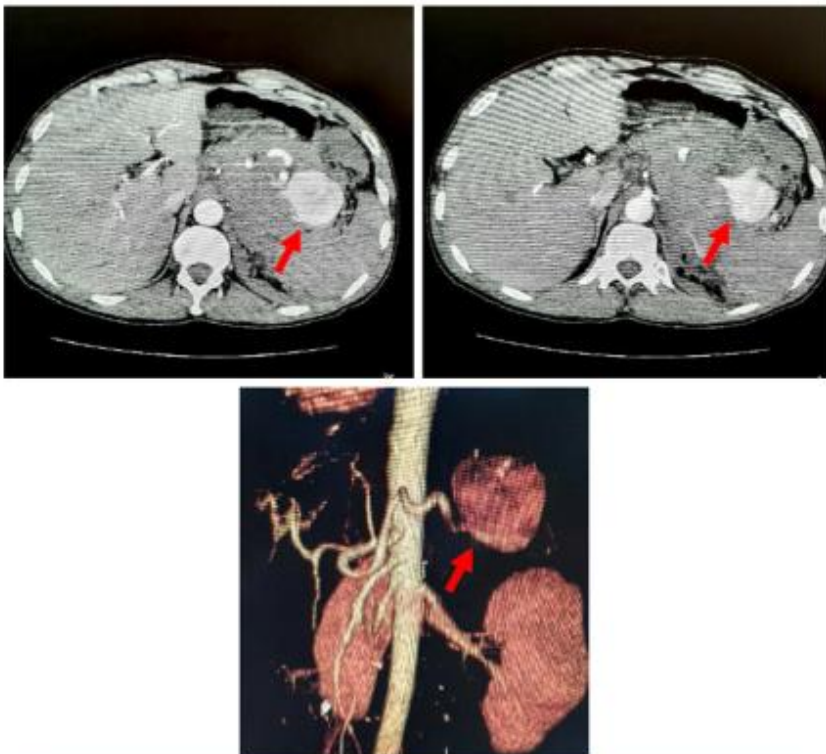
Contrast-Enhanced Abdominal CT to the right side and Angio-CT reconstruction to the left side highlights large splenic aneurysm.
